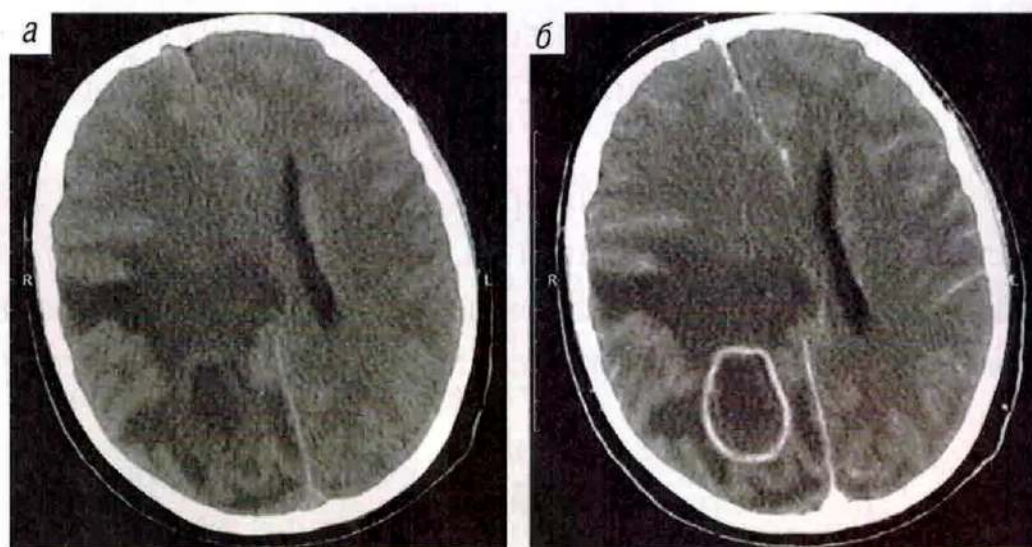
КТ головного мозга аксиальные срезы. Абсцесс головного мозга правой затылочной доли. а – нативная КТ. Округлое гиподенсивное образование правой затылочной доли, окруженное зоной отека, смещение срединных структур влево; б – КТ с контрастным усилением. Определяется гиперденсивная (накапливающая контраст) капсула абсцесса мозга
